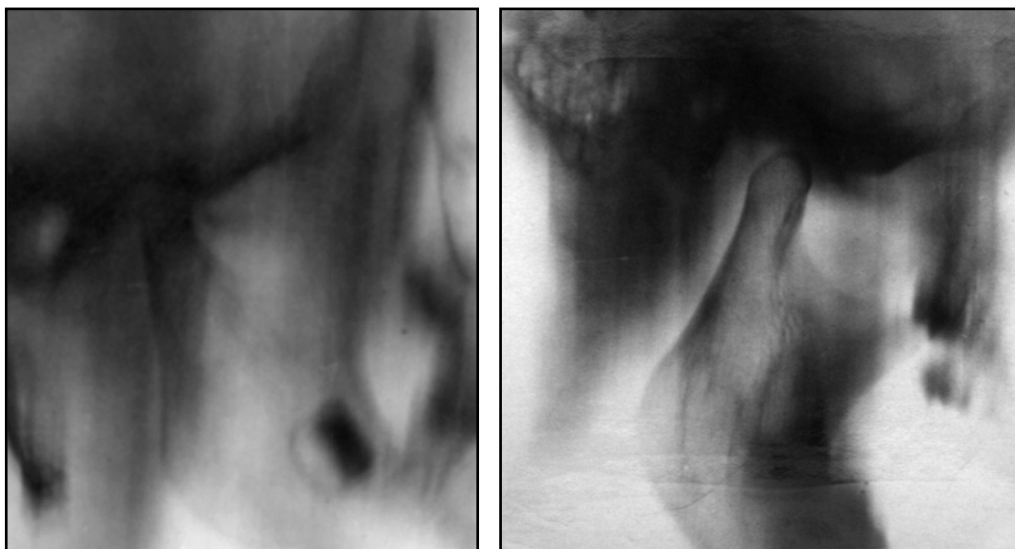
Томограмма ВНЧС в боковой проекции с закрытым и открытым ртом
